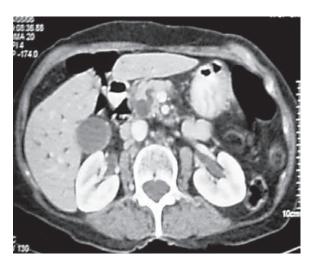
TAC Abdómino pélvica: imagen de defecto de relleno en el tercio distal del colédoco, con dilatación secundaria de las vías biliares.
